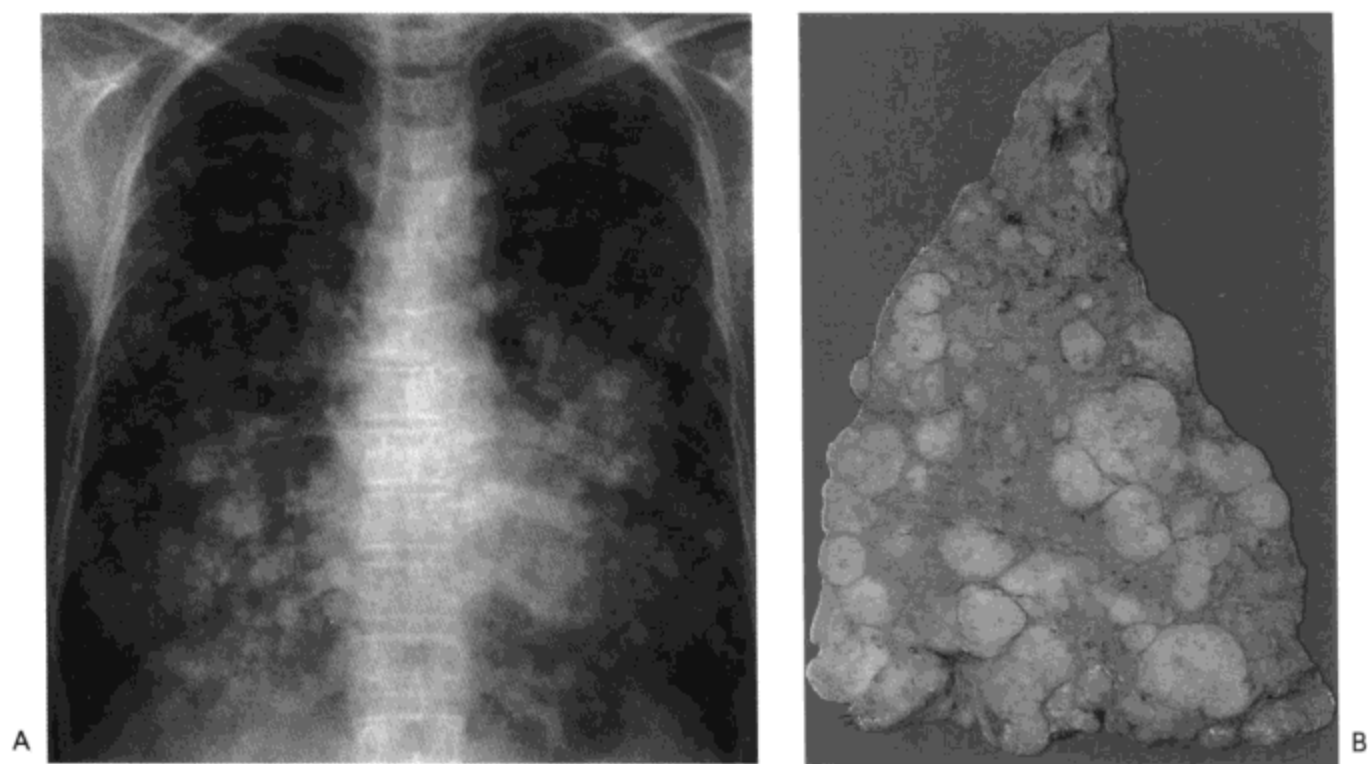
肺结节性转移。A: X线胸片示双侧肺大量边界清楚的结节与肿块。病人为一35岁男性, 患转移性平滑肌肉瘤。B: 另一病人下肺叶的矢状切面示大量大小不一的转移瘤, 其中一些相互融合。多数与相邻的肺分界清楚。病人男, 56岁, 患结肠癌。
